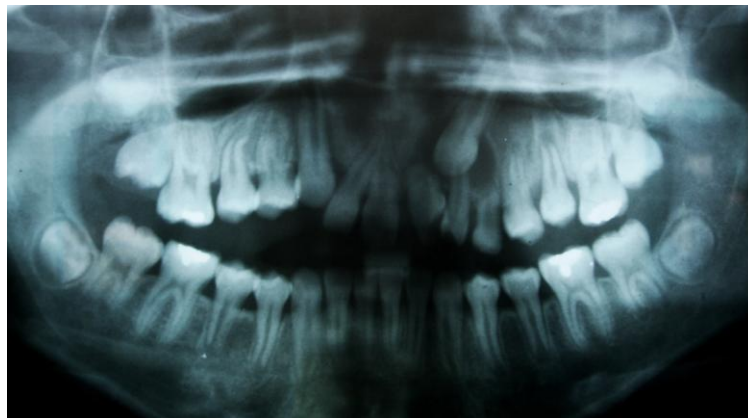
Radiografía con la presencia de quiste folicular en canino incluido(fuente propia).
